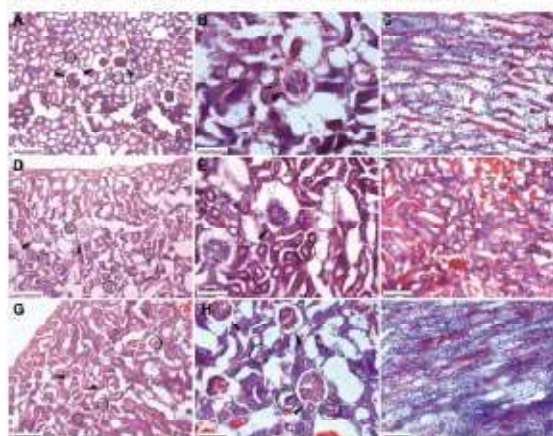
Efecto del captopril y la hidralazina sobre las estructuras renales en ratas normotensas. Una vez desmontado el riñón del equipo de órgano aislado y perfundido, el tejido se fijó usando paraformaldehído, enseguida se deshidrató y fue embebido en el polímero OCT para su posterior corte en microtomo y teñido con la técnica hematoxilina-eosina. A-C, grupo control (CT); D-F, grupo captopril (CP); G-I, grupo hidralazina (HD). A, D, G, Estructura cortical general 20X (barras de escala 200 μ m). B, E, H, Glomérulo renal y estructuras circundantes 40X (barras de escala 100 μ m). C, F, I, Zona medular renal 40X (barras de escala 100 μ m). Cabezas de flecha, glomérulos; Círculos, túbulos. Corte representativo de una $n = 5$.
